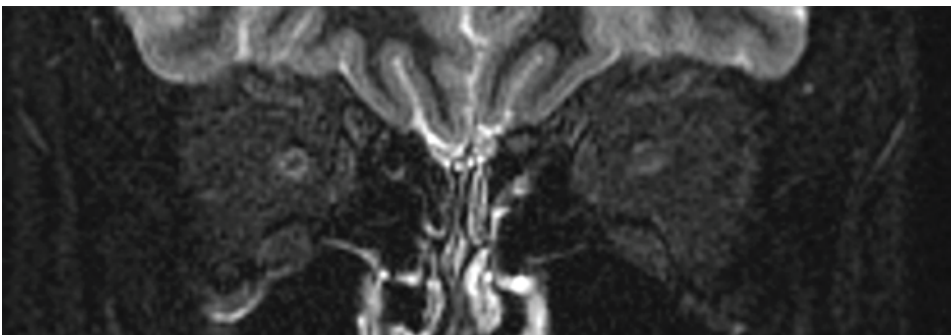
B: RM STIR de órbitas posterior a la aplicación de triamcinolona..
